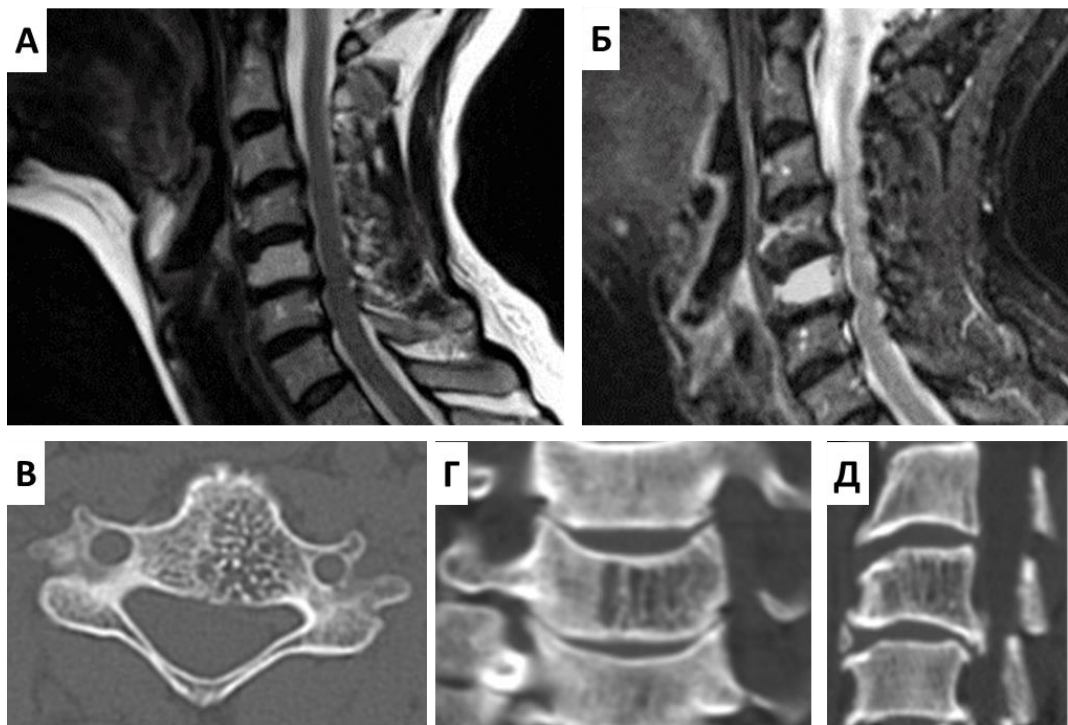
МРТ шейного отдела позвоночника (А, Б) и КТ-сканы С5 позвонка до операции (В, Г, Д)
